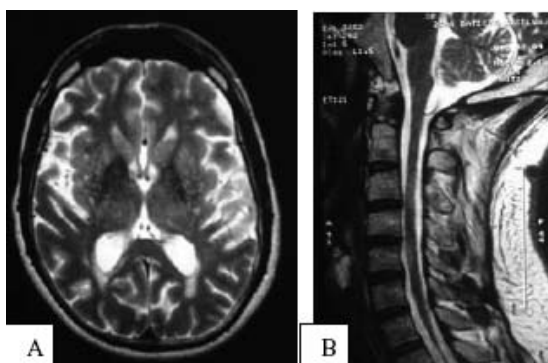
RM de cerebro y médula cervical positivas de acuerdo con criterios de Thompson. A) Nueve lesiones hiperintensas en T2. B) Un mínimo de dos lesiones en niveles diferentes.
